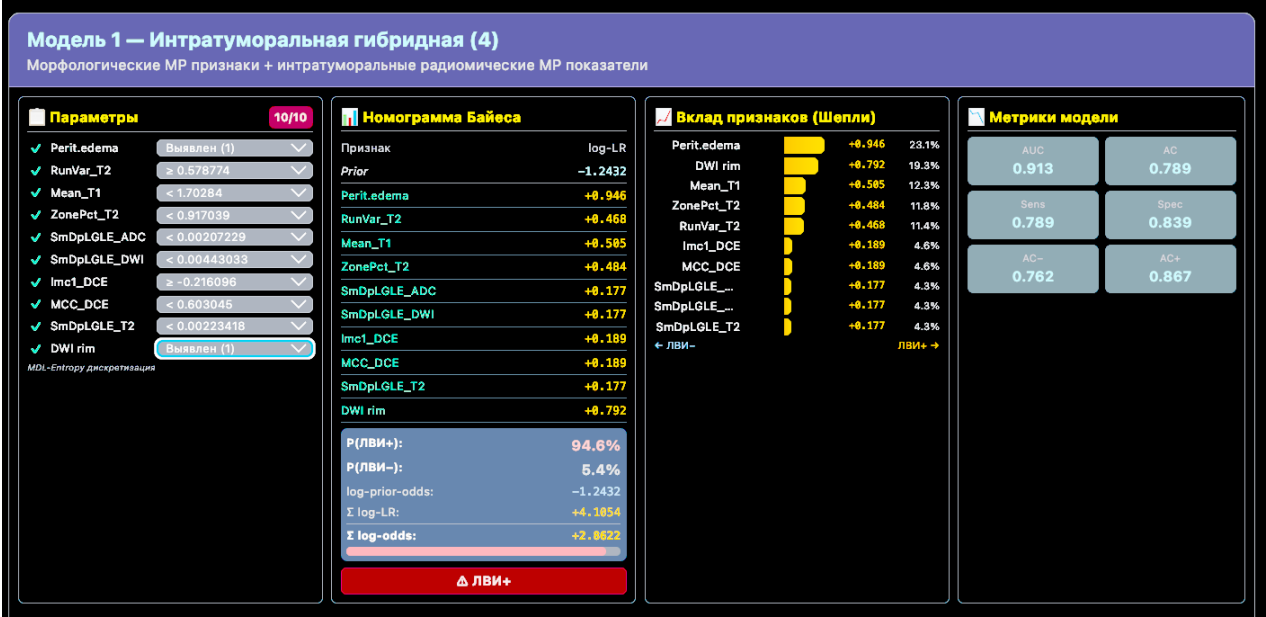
CDSS panels showing the correct diagnostic state where both m-MRI signs are appropriately identified (Scenario 1); intratumoral model
